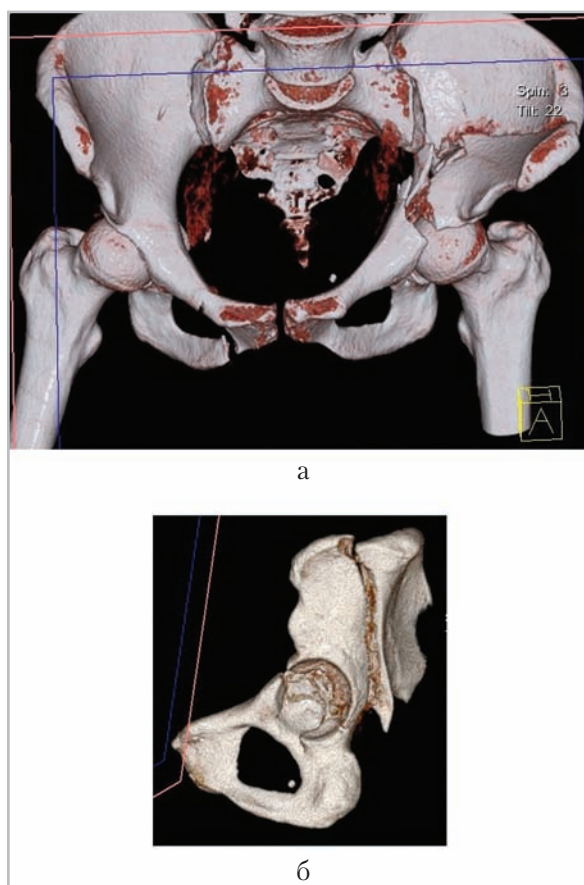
Компьютерные томограммы таза с 3D-реконструкцией (а) и последующей экзартикуляцией головки бедренной кости (б)
